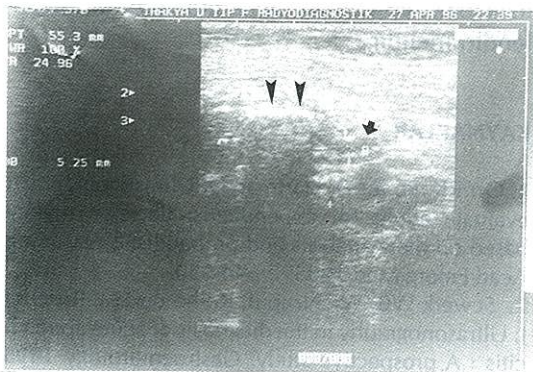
Perfore olmamış akut apandisit saptanan bir olguda, kompresyona uğramayan hipoeoik apandiks'in longitudinal sonografik görünümü.
